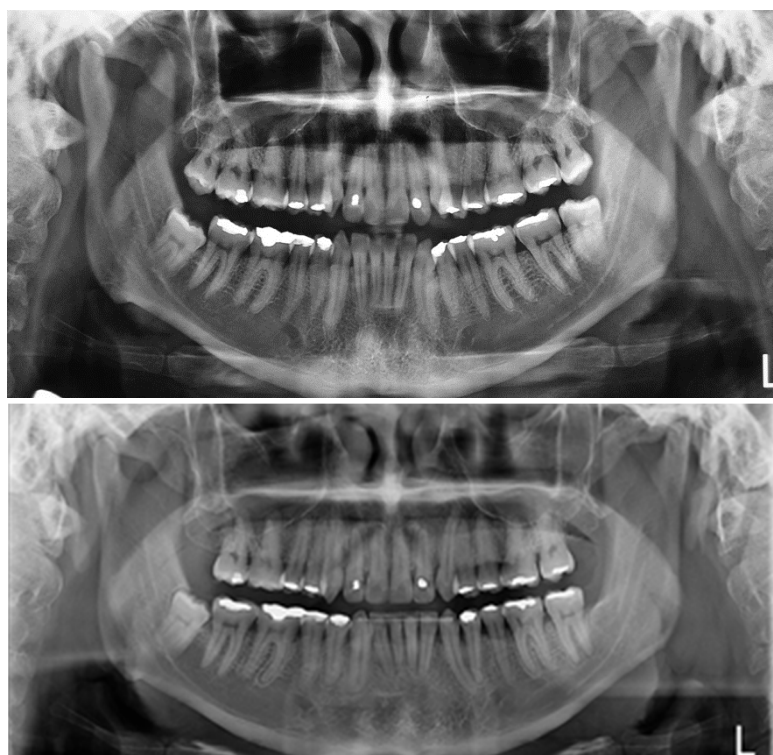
Radiografías panorámicas: inicial y final.
